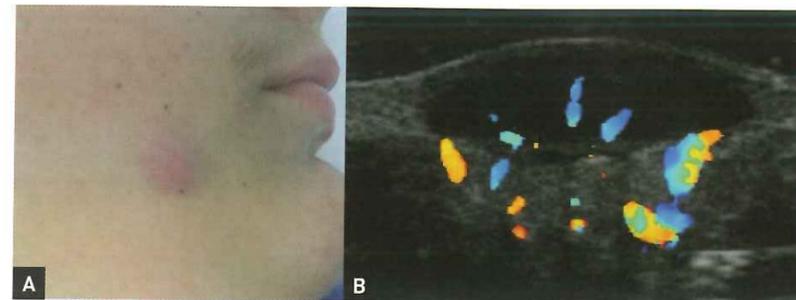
A y B. Imagen clínica y ecográfica de ganglios linfáticos. Obsérvese la morfología ovalada, el centro hiperecoico y el halo hipoeicoico. C y D. Imagen clínica de una adenopatía en un paciente con linfoma. Nótese los criterios ecográficos de malignidad: gran tamaño, morfología redondeada, pérdida de la ecoestructura normal, vascularización anárquica. E y F. Imagen clínica y ecográfica de una adenopatía reactiva. Obsérvese que, a pesar del llamativo aumento de tamaño, conserva morfología ovalada, ecoestructura y vascularización hilar (MyLab25Gold, Esaote, modo Doppler color).
